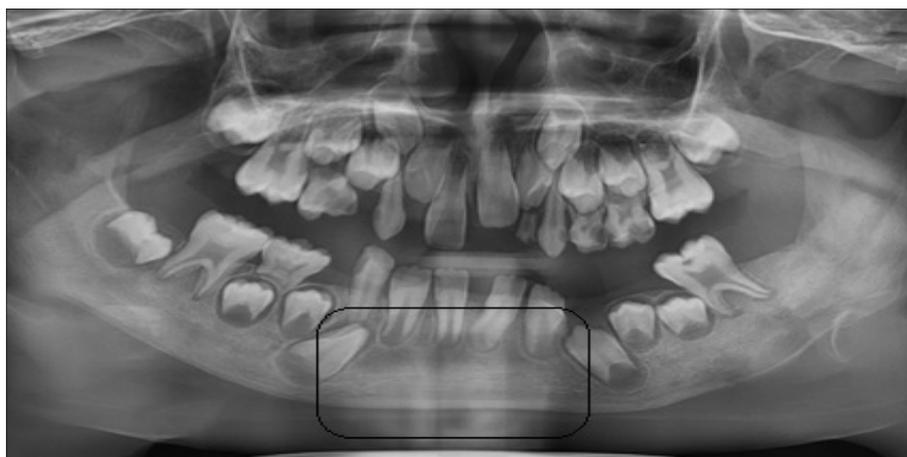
Ортопантомограмма больной Т. А., ИБ №9819, через 6 месяцев после операции, на снимке заметно, что костная полость полностью заполнена здоровой костной тканью.
